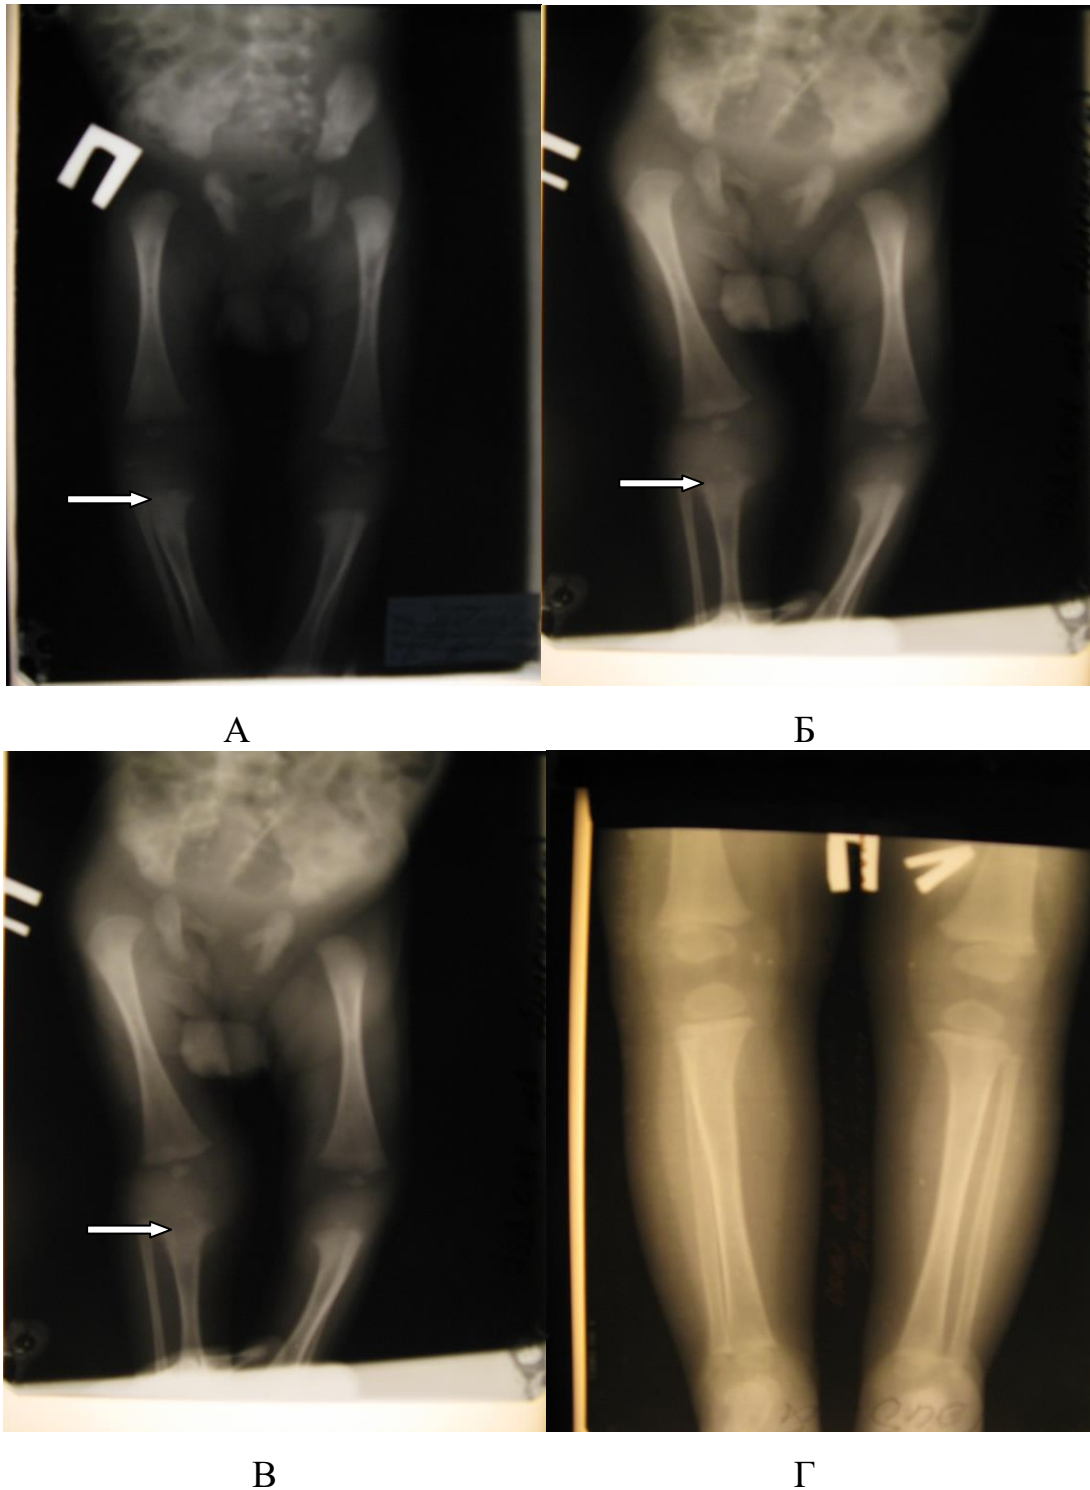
Рентгенограми хворого А, вік 3 міс. (історія хвороби № 2935) та в 2 роки: А,Б - Деструкція в зоні проксимального епіфізу великогомілкової кістки в динаміці; В – деструкція в зоні проксимального епіфізу великогомілкової кістки, Г – вкорочення правої гомілки за рахунок великогомілкової кістки.
